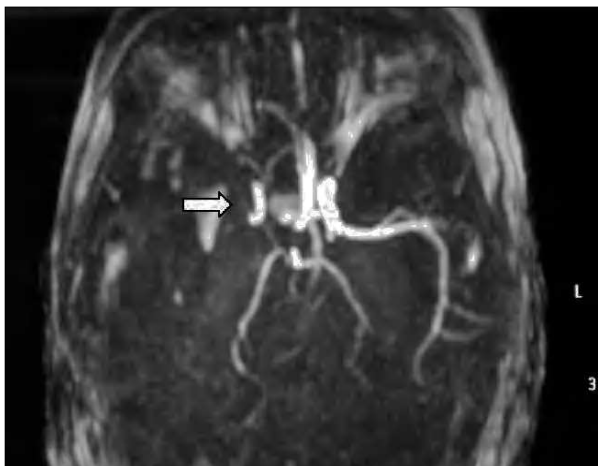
Angio-RM: ausencia de ACM derecha.
